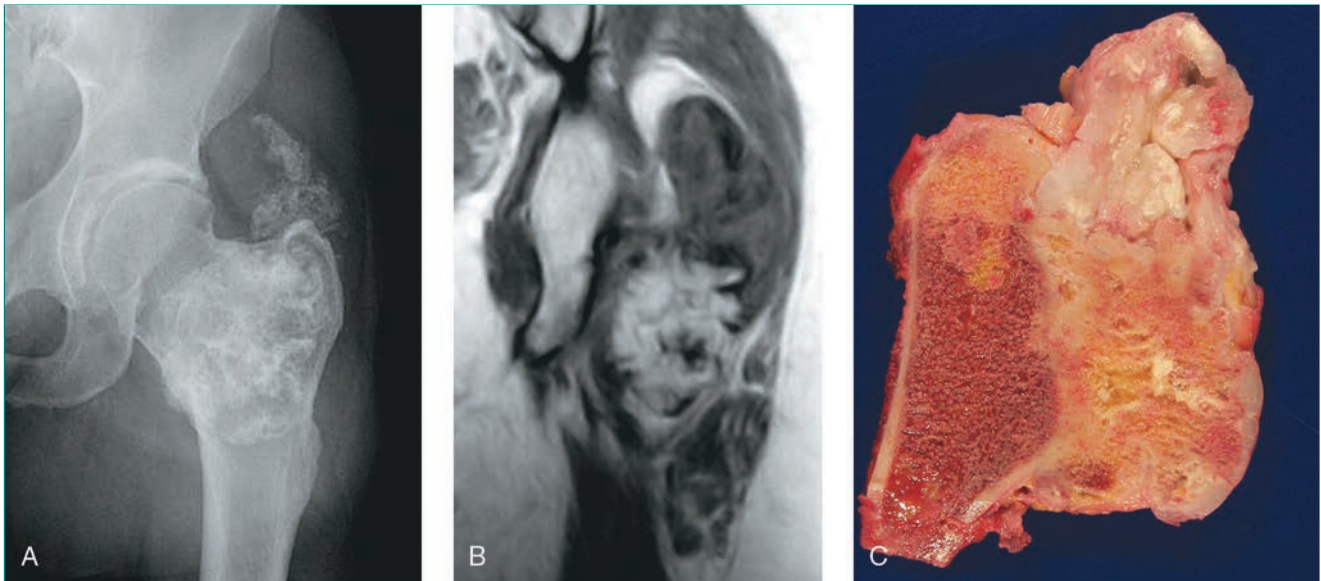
Condrosarcoma en una mujer de 35 años con osteocondromatosis hereditaria múltiple que consultó por un dolor de inicio reciente en la cadera que se hizo constante. A, Radiografía anteroposterior de un osteocondroma femoral proximal con una zona difusa proximal a la lesión. B, La RM frontal en T1 revela que el osteocondroma tiene el mismo aspecto que la médula ósea pélvica adyacente, pero la zona proximal está formada por partes blandas, compatible con degeneración maligna. C, Imagen macroscópica de la lesión después de la resección del fémur proximal. El análisis histopatológico identificó un condrosarcoma grado 1.
